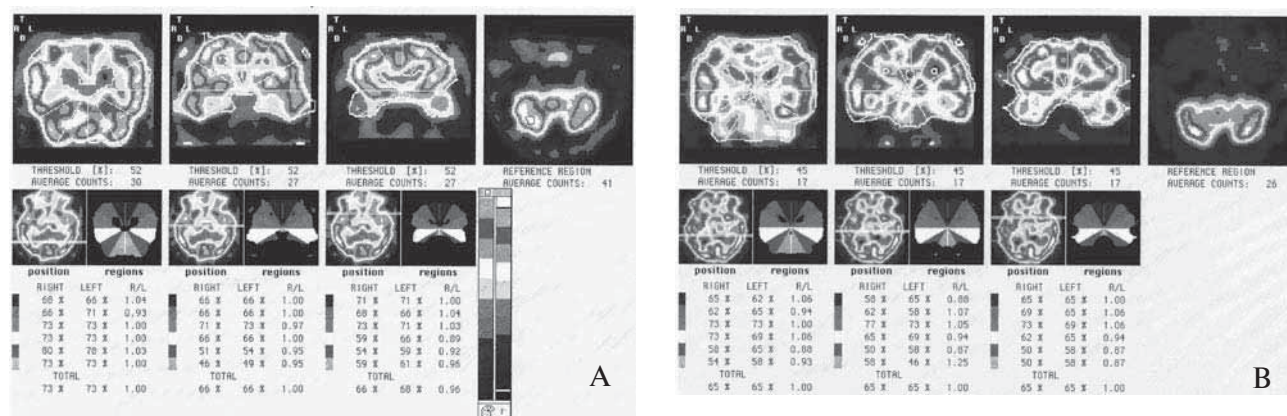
Картина перфузии головного мозга пациента с МС и АГ до терапии бисопрололом (А) и после 12 недель терапии бисопрололом (В).
